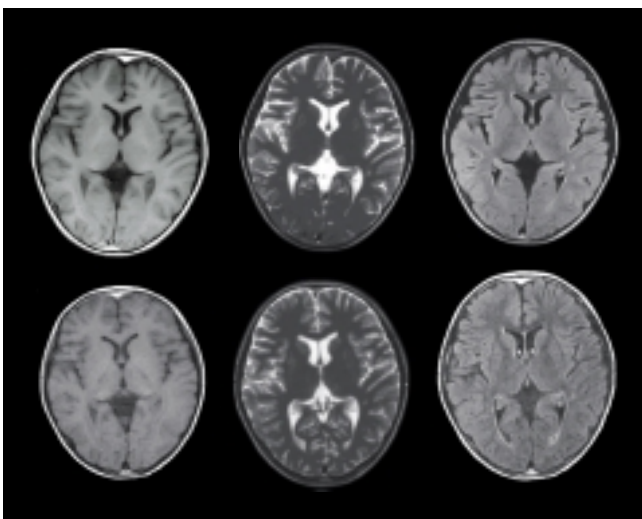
同一患者でのAperto(上段)と1.5 tesla(下段)での頭部MRIの比較
